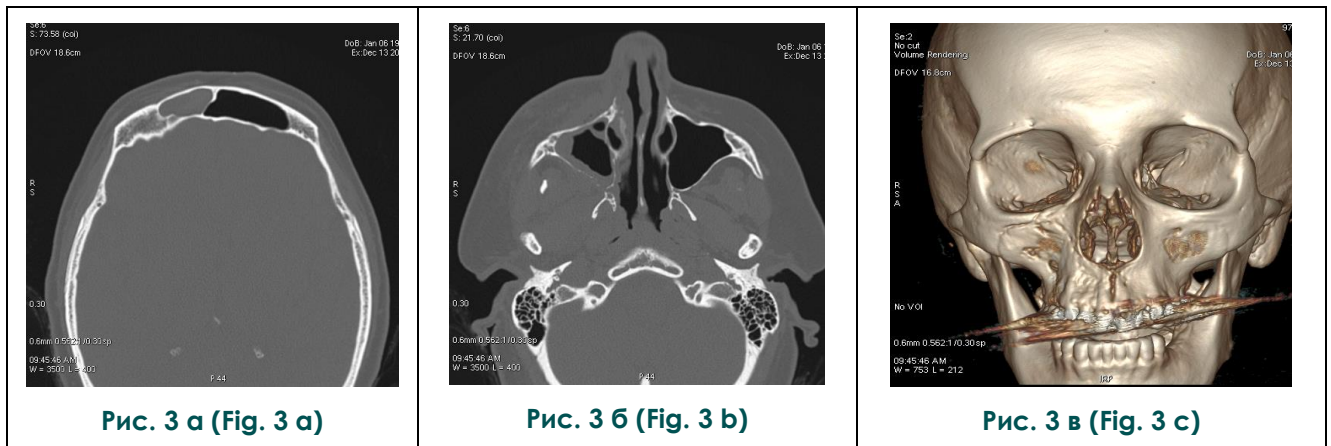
КТ. Аксиальная плоскость и 3D-реконструкция.
